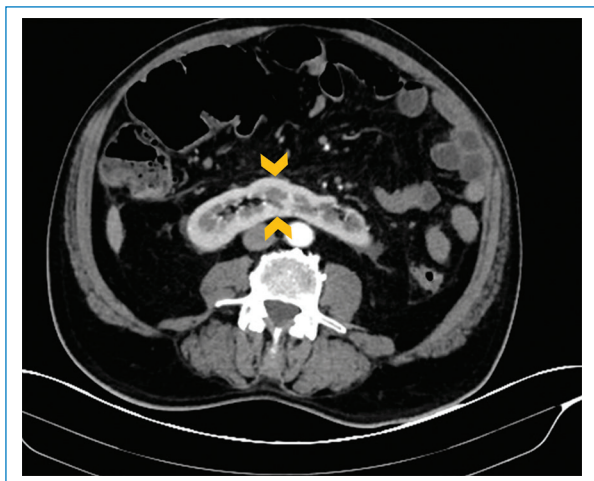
Urotomografía contrastada en fase corticomedular. En el corte axial, las puntas de flecha señalan el istmo ubicado en la línea sagital del cuerpo y con una densidad igual a la del resto de los riñones (istmo parenquimatoso).
